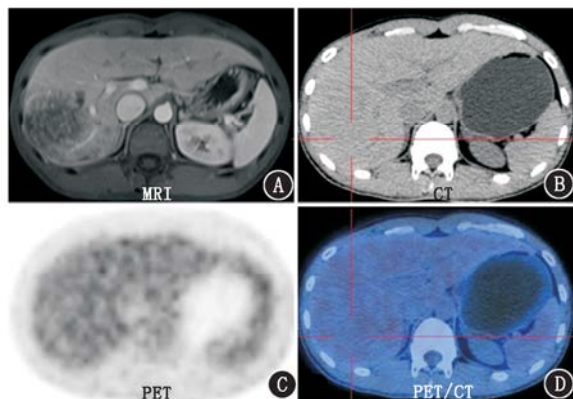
肝右叶局灶性肝紫癜患者(男,29 岁)影像学检查图。A. MRI 增强示肝右叶类圆形不均匀低信号; B. CT 平扫示肝右叶病变呈等密度; C, D. ¹⁸F-脱氧葡萄糖(FDG) PET 及 PET/CT 图像示肝右叶病灶与周围肝实质代谢程度一致,呈等代谢
